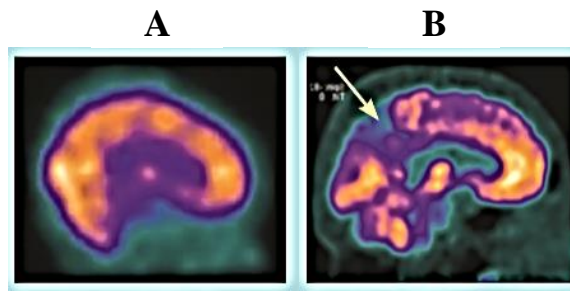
SPE-CT a FDG-PET skeny mozku, kde A – zobrazení zdravého mozku v sagitální rovině, díky SPE-CT skenu. B – zobrazení mozku v sagitální rovině, pacienta trpícího AD, díky SPE-CT skenu. V temporoparietální oblasti je viditelná hypoperfúze. Převzato z Rayment *et al.*, 2016.
